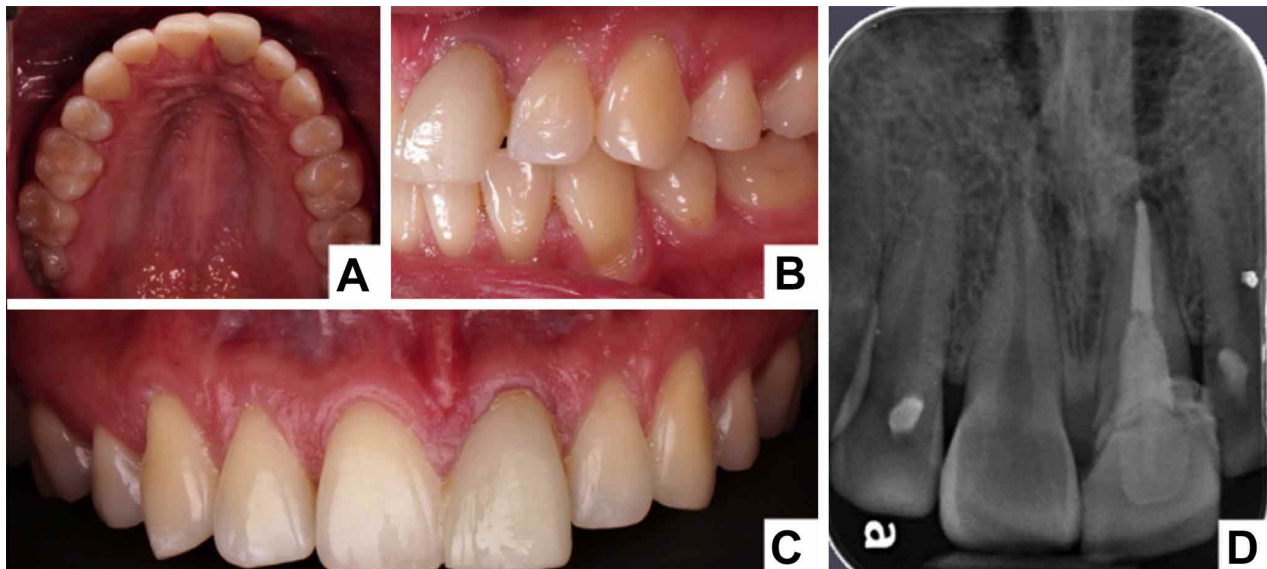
A) Fotografía intraoral oclusal. B) Fotografía intraoral lateral derecha. C) Fotografía intraoral frontal superior. D) Radiografía periapical.
